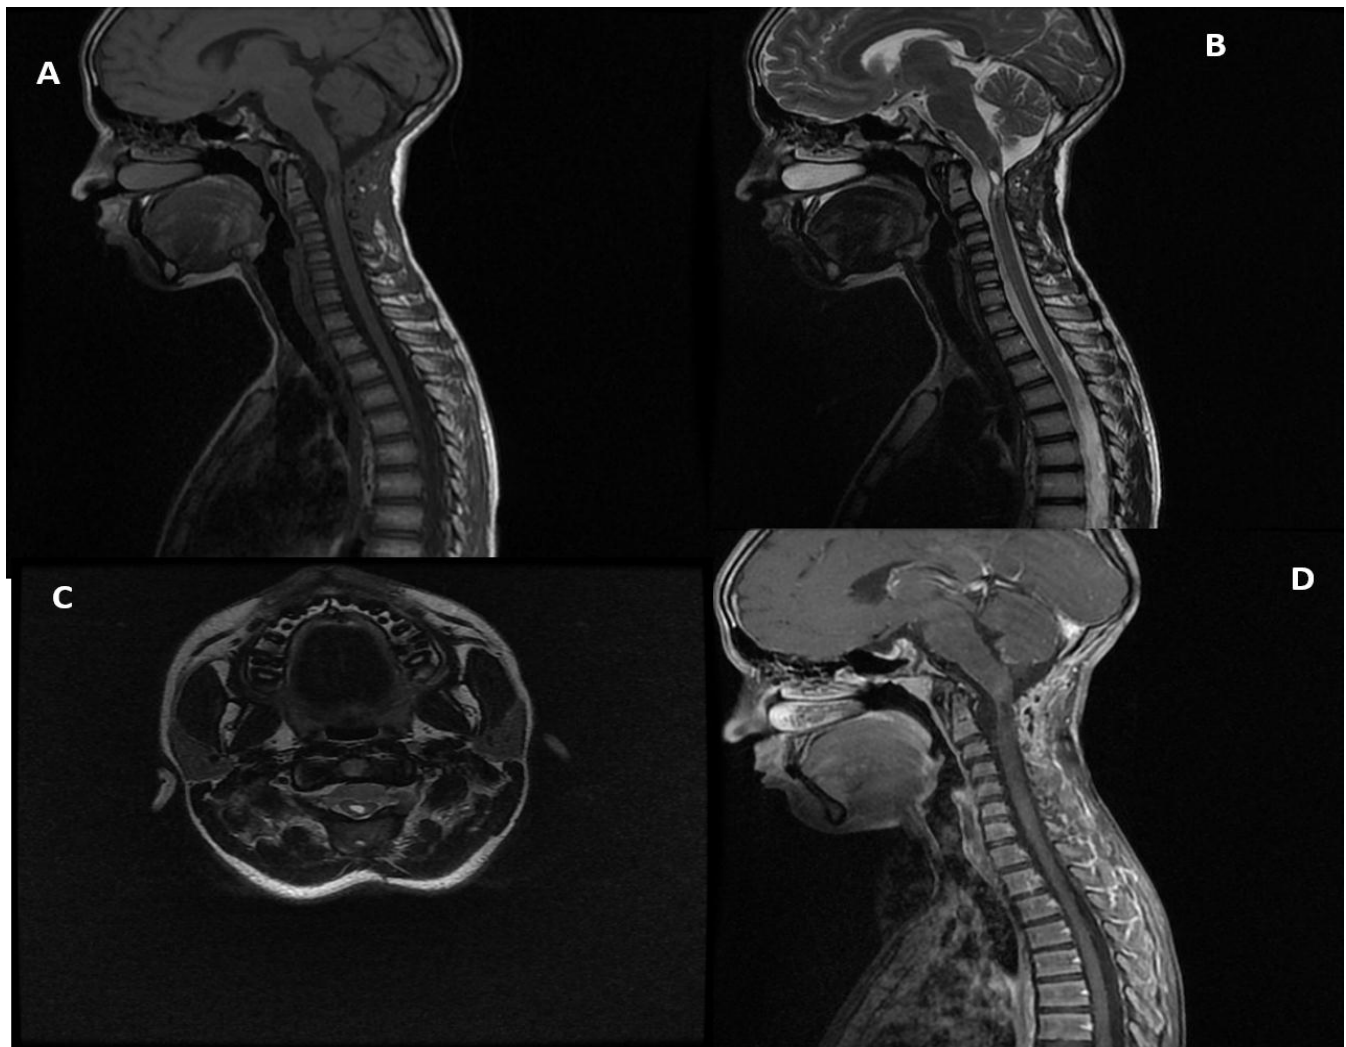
IRM cérébro-médullaire montrant une lésion en regard de C2 avec signe de souffrance bulbaire en regard :
